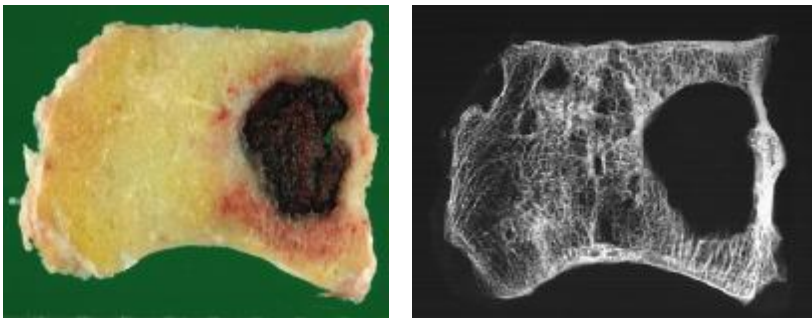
epitheloides Hämangiom (M.-Nr.: 2002/0211, links: Makrophotographie, rechts: Kontaktradiographie)
